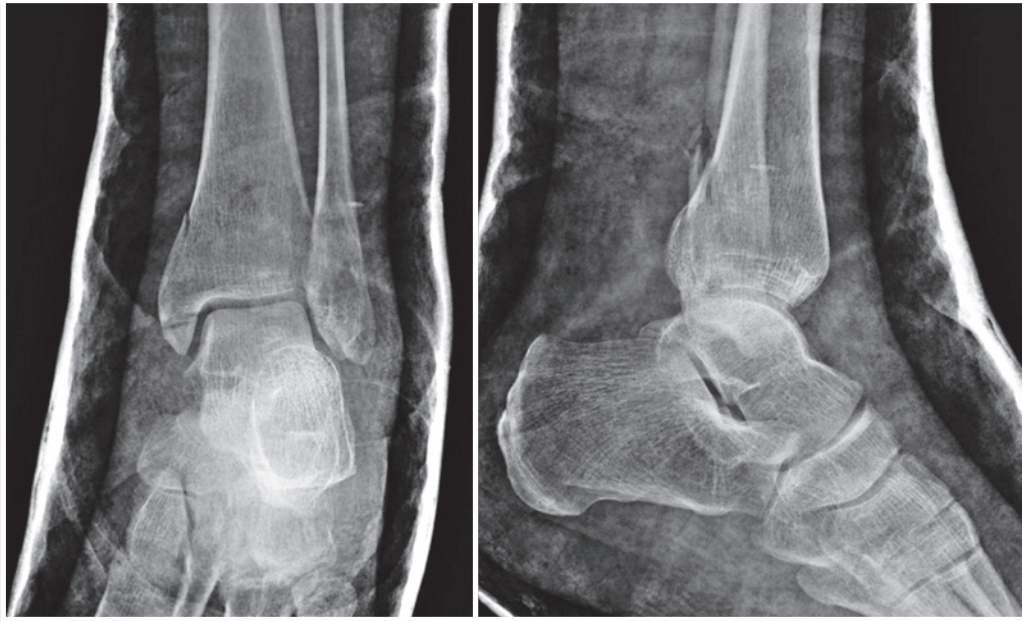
Radiografias do tornozelo esquerdo pós-redução nas incidências em anteroposterior (AP) e perfil.
